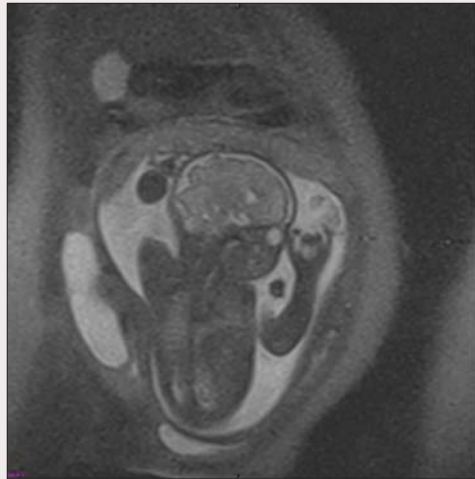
и 2. МРТ: наличие плода в полости матки и кисты яичника
